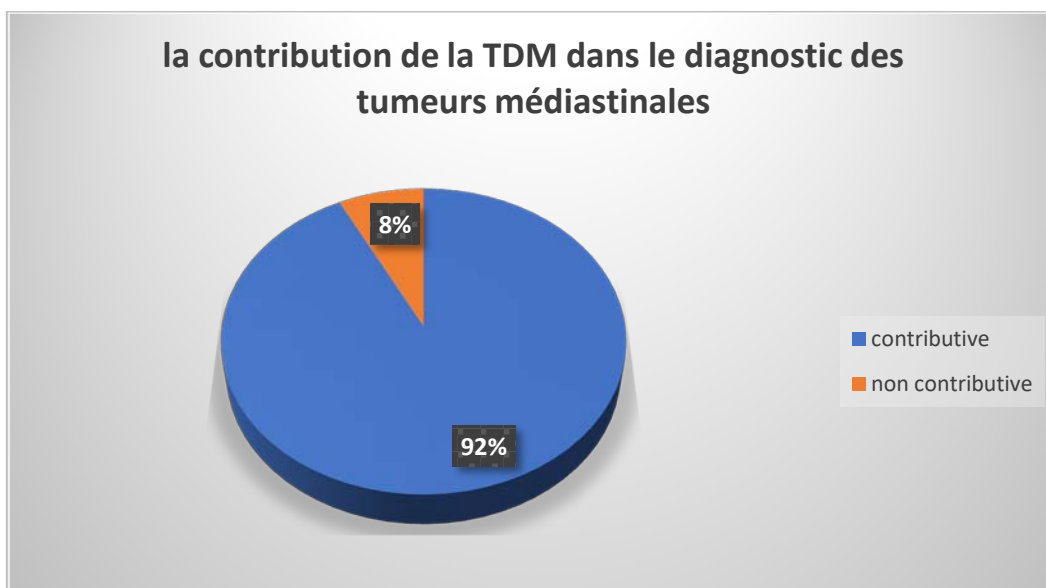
contribution de la TDM au diagnostic des tumeurs médiastinales
